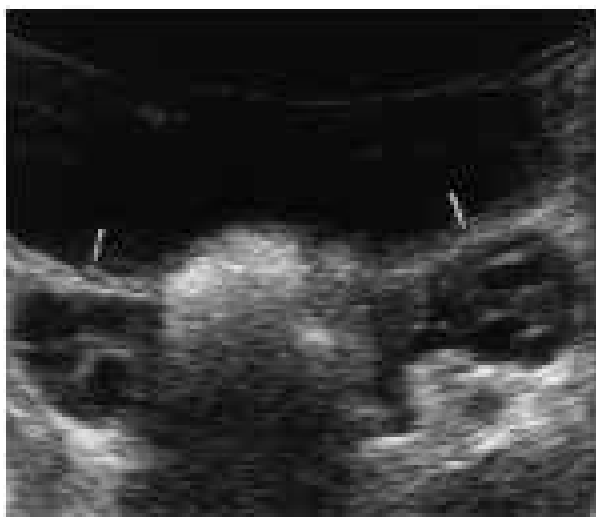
Ultrassonografia pélvica transversal em uma menina de 6 anos de idade mostra ovários normais (setas) com folículos visíveis. O volume ovariano é de 2 cm³ (Fonte: GAREL et al, 2001).
